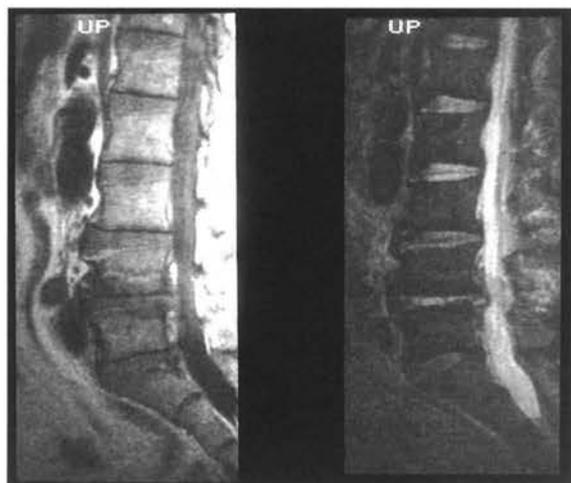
腰椎MRI矢状断像(左からT1強調像、T2強調像)：T1強調像にて第4/5腰椎レベルの椎間板腔の狭小化があり、骨棘形成が認められ、隣接する終板近傍が低信号となっている。T2強調像ではL4/5レベルの椎間板の信号強度は比較的保たれている。明らかな軟部異常は指摘しえなかった。
